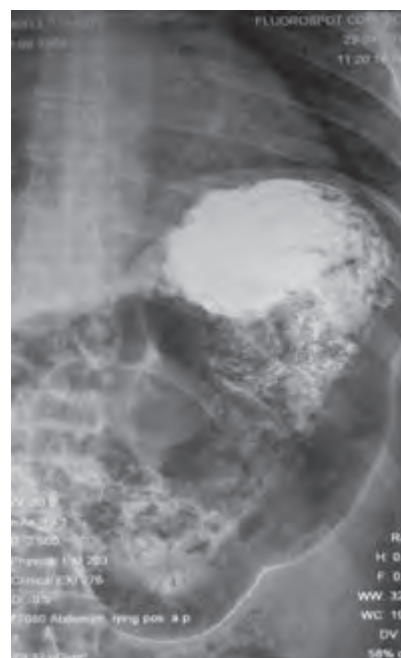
Рентгеноскопия желудка с помощью сернокислого бария – анатомическое положение желудка через месяц после операции
